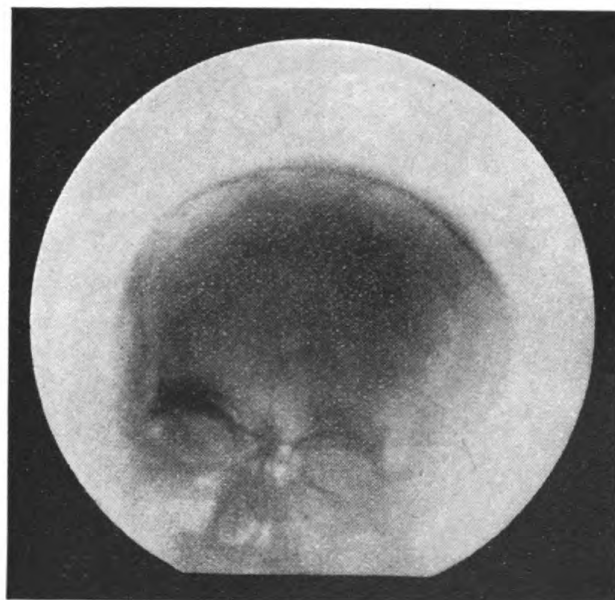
Dasselbe im Frontalröntgenbilde ober linker Stirnhöhle.
